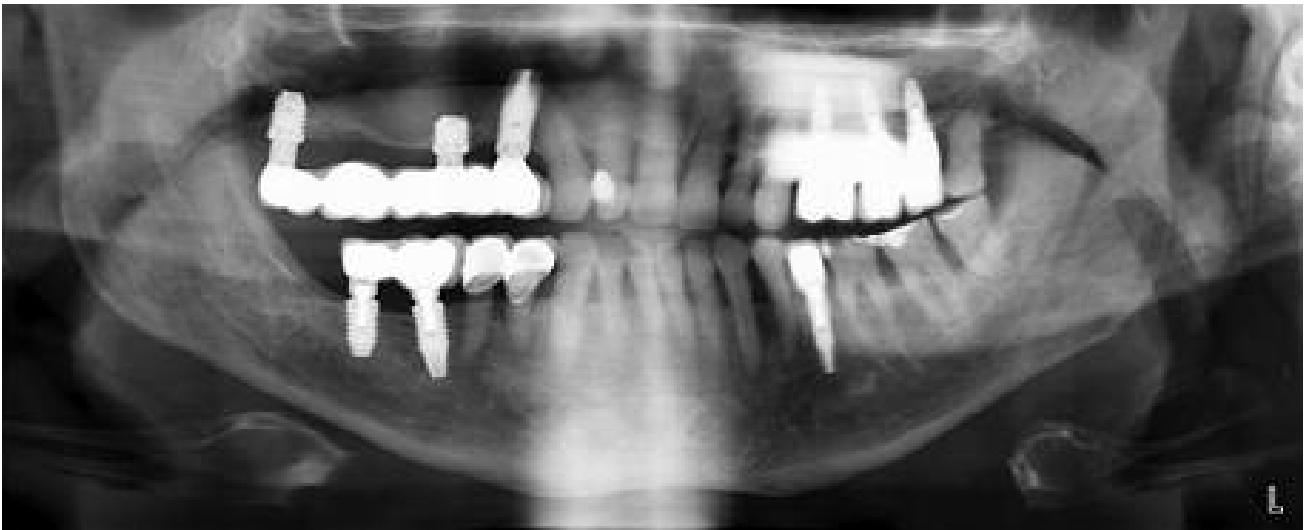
Ortopantomografía varón de 62 años que muestra elongación de las dos apófisis estiloides.
